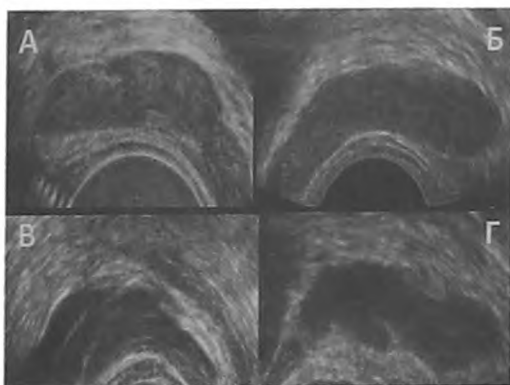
ТРУЗИ. Поперечная проекция. Типы строения и формы СП в норме. А. Компактный тип строения СП, уплощенное основание СП (эллипсоидная форма). Б. Компактный тип строения СП, закругленное основание СП (грушевидная форма). В. Расщепленный тип строения СП. Г. Дивертикулярный тип строения СП
